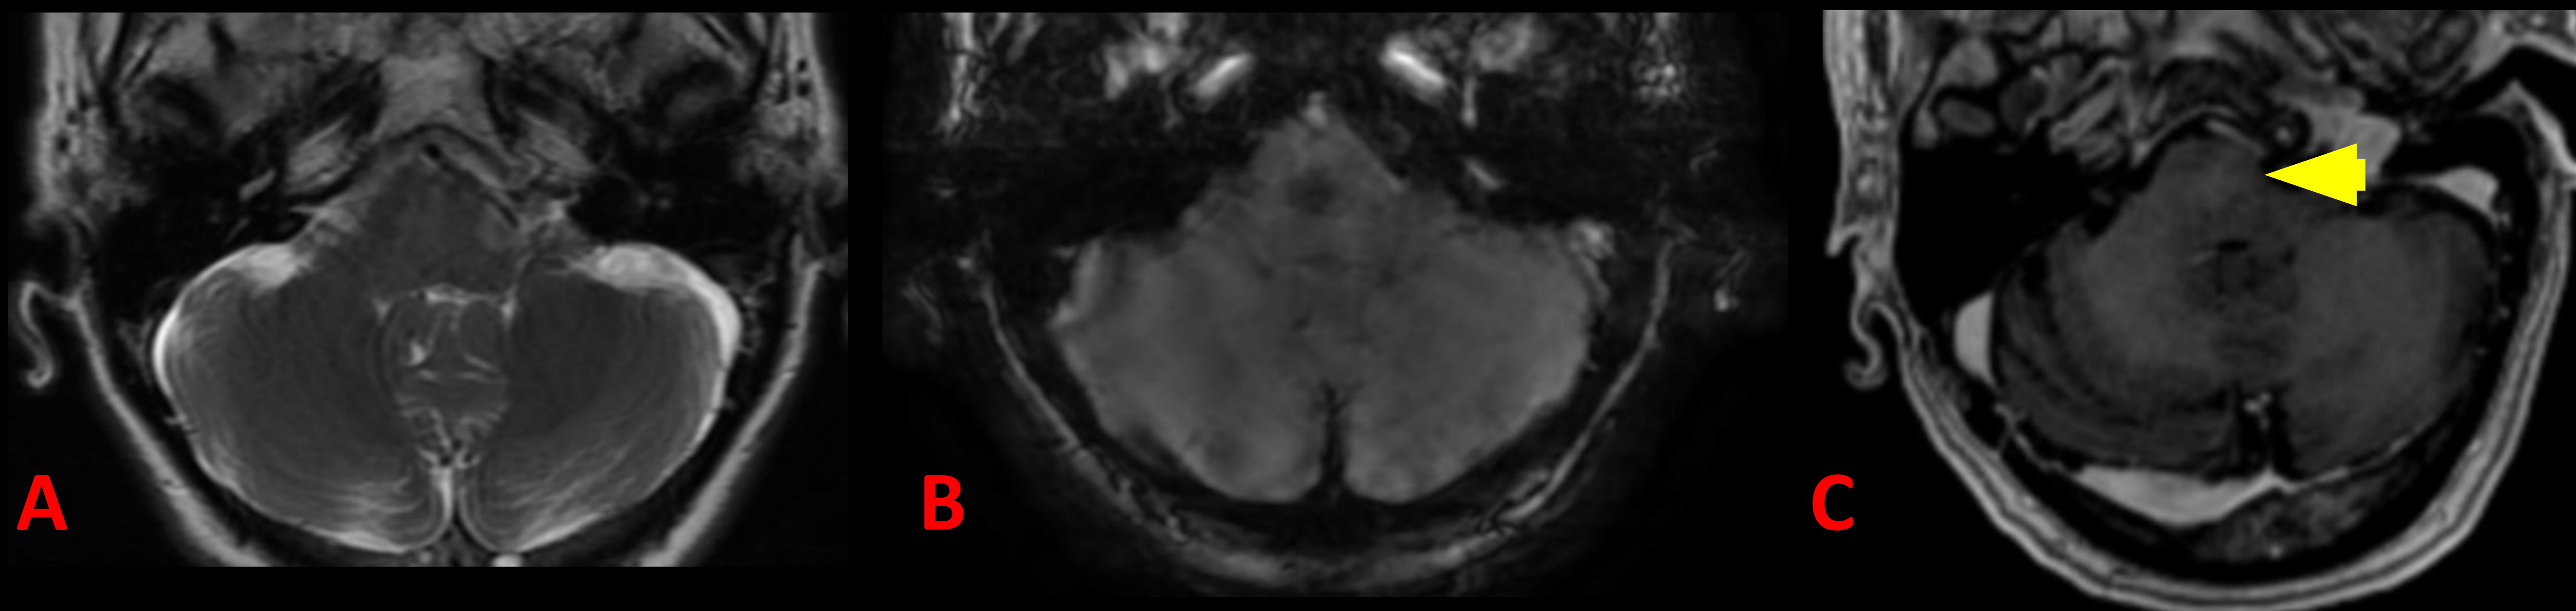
Imágenes de RM en T2 (A), SWI (B) y PROSET (C). Mujer de 65 años con lesión espiculada en puente isointensa en T2 e hipointensa en secuencia de gradiente. Tras la administración de contraste se observa realce en cepillo. Hallazgos sugestivos de teleangiectasia capilar.
